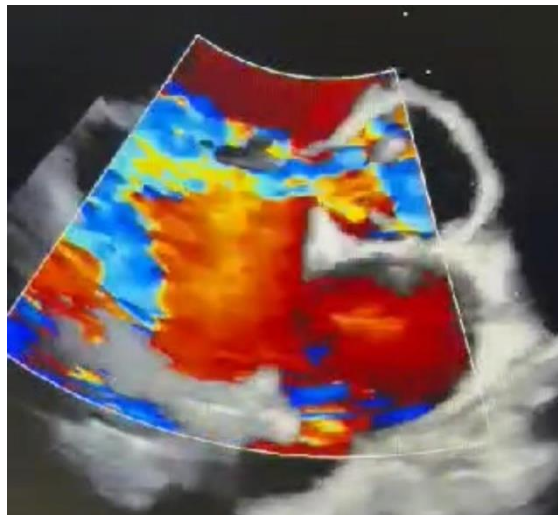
Ecocardiograma com aneurisma roto do seio de valsalva com fluxo aórtico para o átrio direito ao color Doppler.
